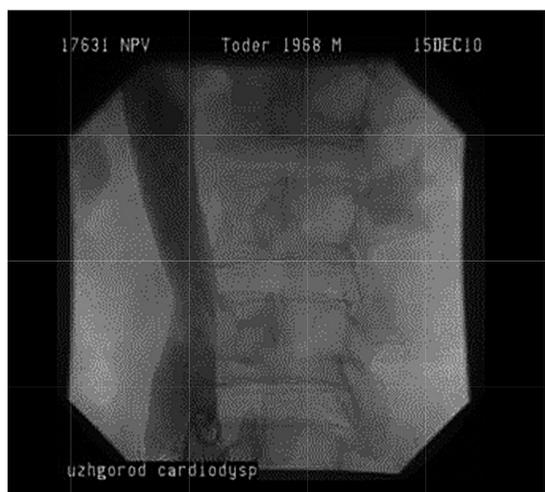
Рентгеноконтрастная каваграфия: сохранение проходимости нижней полой вены через 3 года после пликаци
